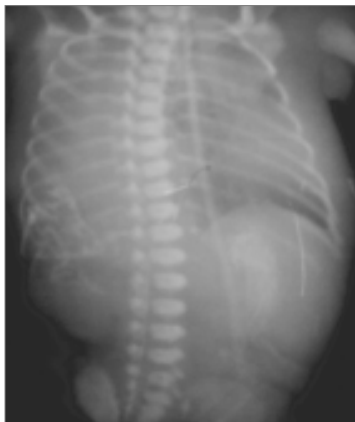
Оглядова рентгенографія органів грудної клітки та черевної порожнини в прямій проекції
